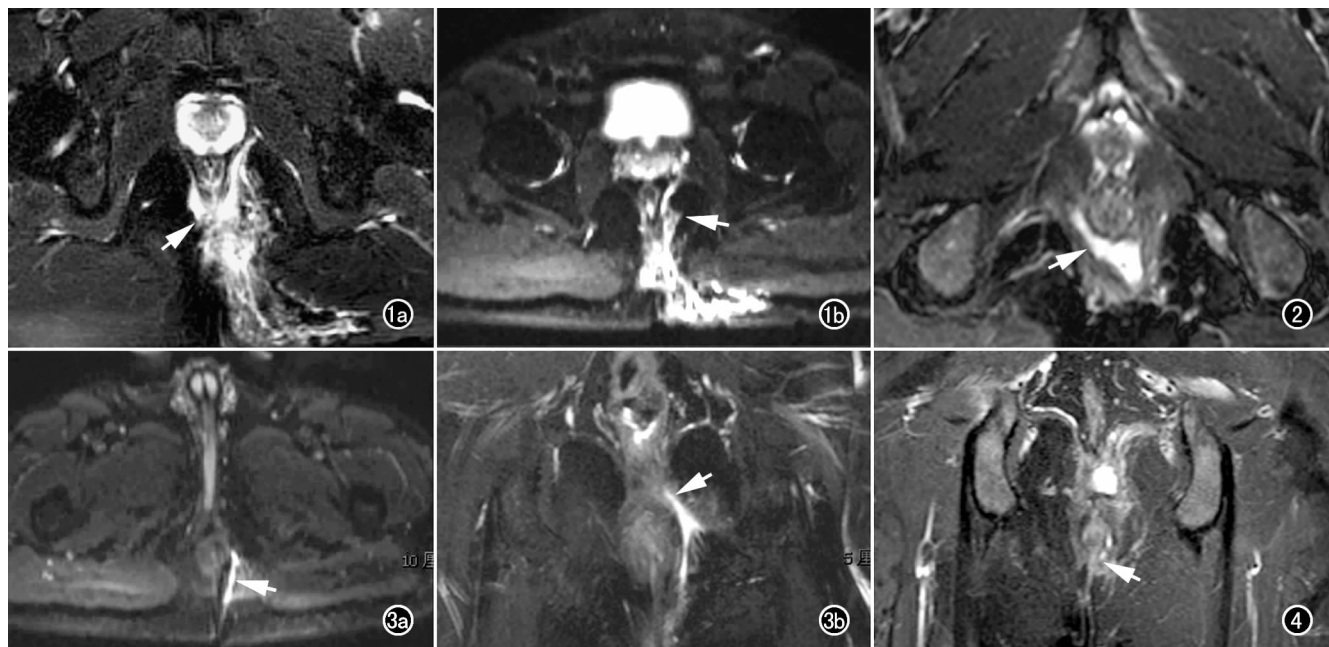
男,35 岁,高位复杂肛瘘。a) 横轴面 SE T₂ WI 加脂肪抑制技术示瘘管位于正中,后方脓肿呈马蹄形并向左前方延伸至前列腺后方(箭); b) DWI 示脓液及瘘管(箭)均呈明显高信号,病变延伸至皮下。 图 2 男,24 岁,高位肛瘘。横轴面 SE T₂ WI 加脂肪抑制技术示直肠后方脓肿较大(箭),瘘管较小。 图 3 男,58 岁,高位肛瘘。a) DWI 示瘘管内高信号,浓液存留(箭); b) 冠状面 SE T₂ WI 加脂肪抑制技术示瘘管较长,位置较高(箭)。 图 4 男,32 岁,低位单纯性肛瘘。冠状面 SE T₂ WI 加脂肪抑制技术示瘘管较小,离肛门较近(箭)。
